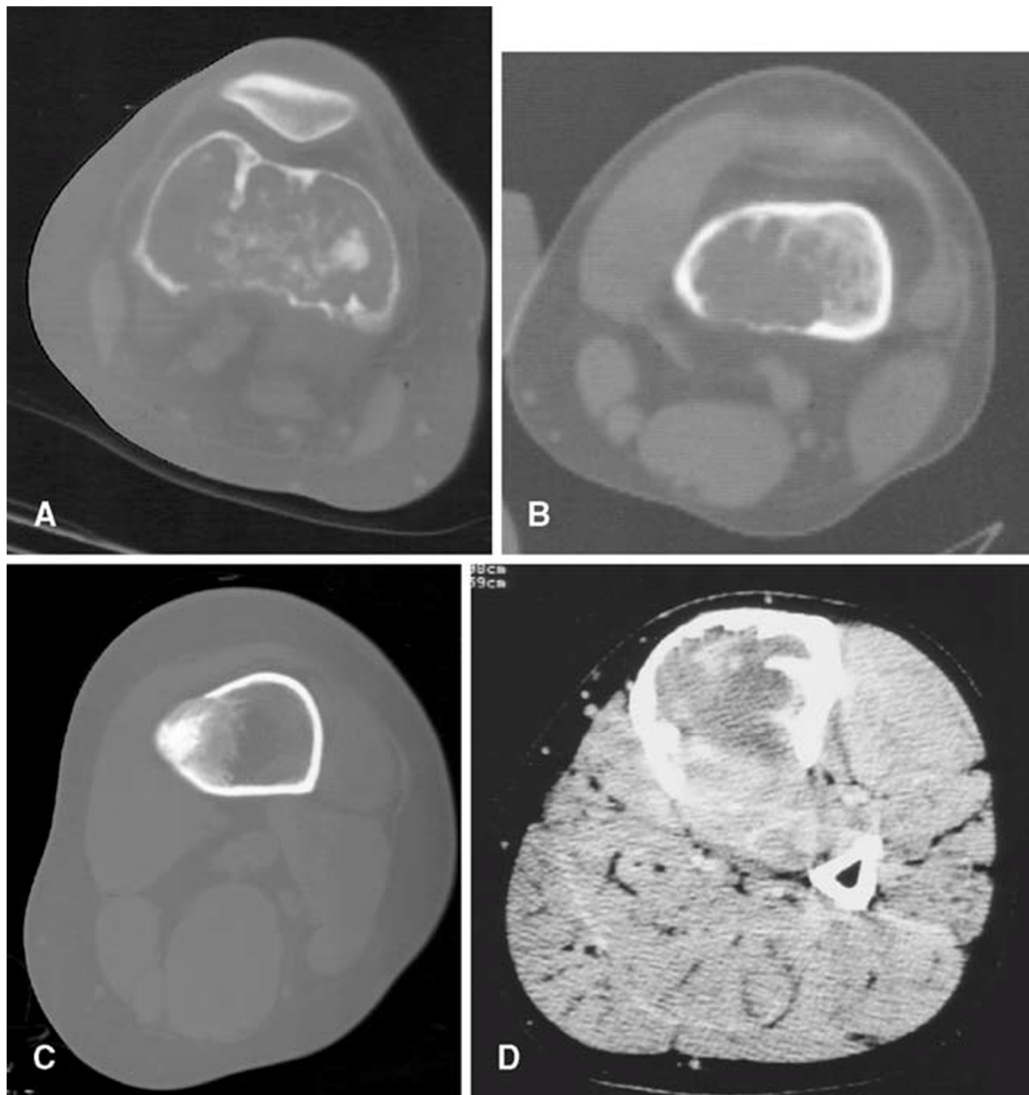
A. TDM du fémur droit montrant une destruction corticale focale avec un foyer de matrice dense au sein de la lésion ostéolytique. B.TDM du fémur distal montrant une destruction corticale postérieure sans masse de tissu mou dans une lésion non minéralisée. C. TDM du fémur montrant une lésion densément sclérotique et excentrique avec destruction corticale antéromédiale sans masse de tissu mou. D. TDM de la jambe avec des fenêtres de tissus mous montrant une grande masse de tissu mou extrudé à travers le tibia postérieur détruit.[30]
